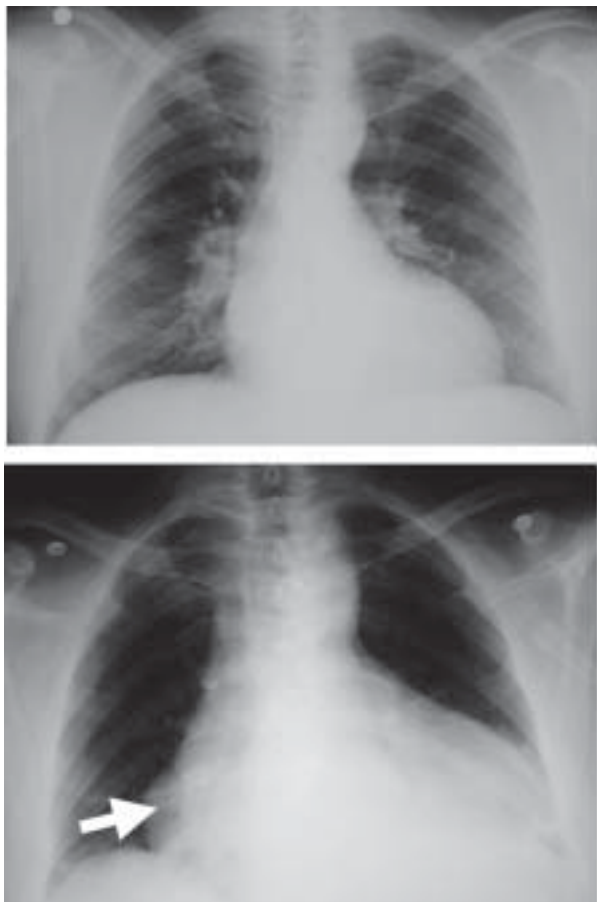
Arriba: Radiografía de tórax, previa a cirugía de reemplazo valvular. Abajo: Radiografía de tórax, a 48 hs del reingreso. Nótese la cardiomegalia con imagen en “botellón” (flecha).
